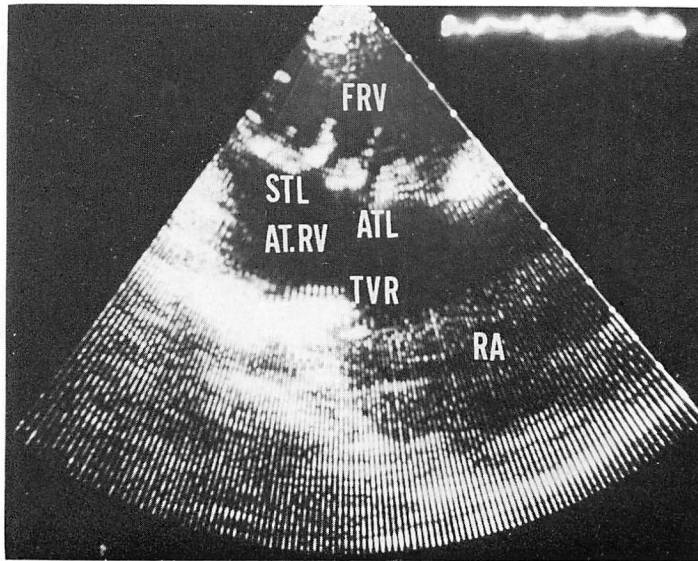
Apical three chamber view from a 35-year-old male with Ebstein's anomaly (H. S.).
